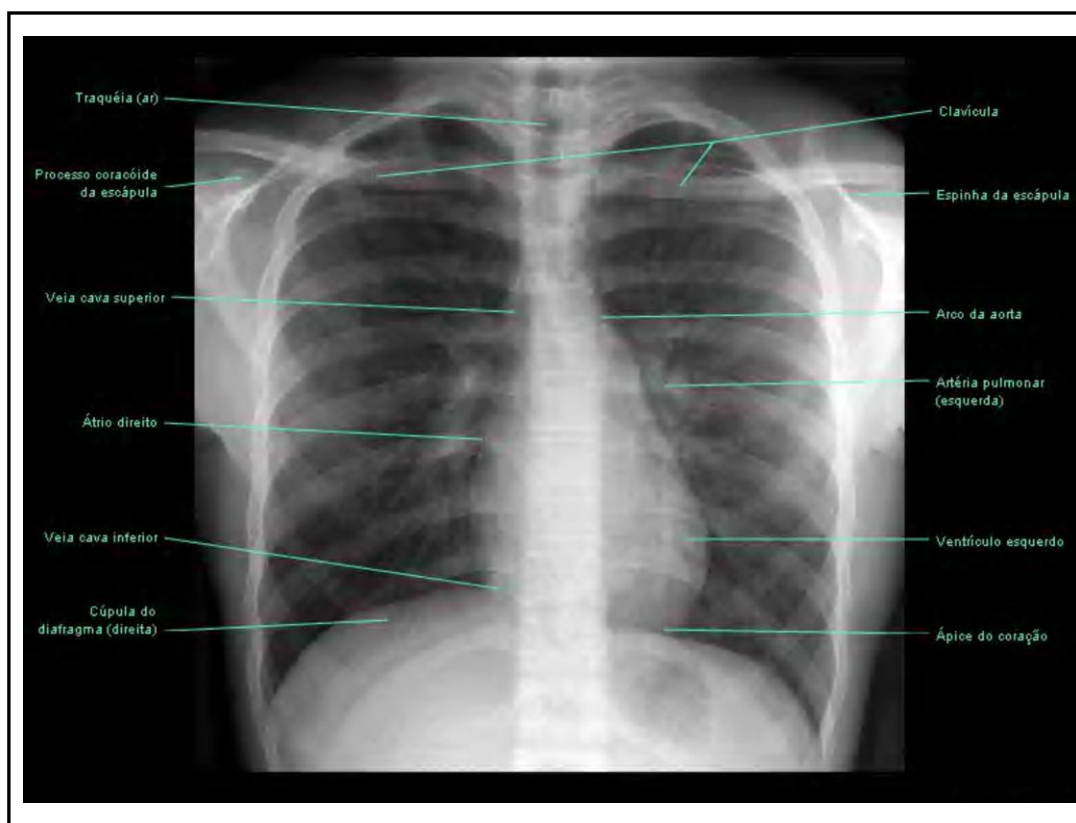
Radiografia do tórax em projeção PA (Posterior-anterior) (Netter, 2004).
